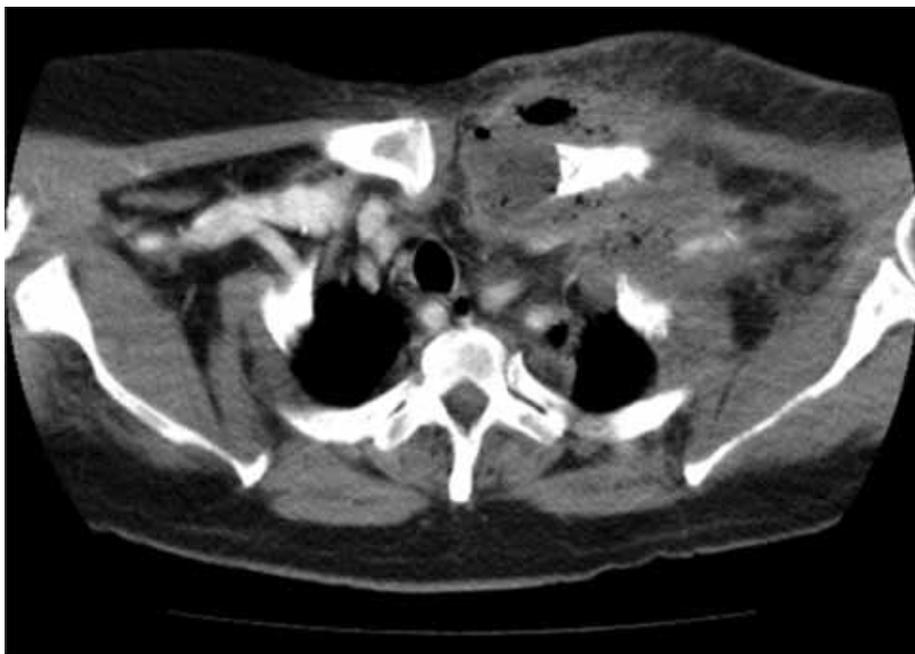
Imagem de tomografia computadorizada do tórax a evidenciar volumosa coleção líquida (8 cm), com gás no interior a envolver a região anterior e superior do hemitórax esquerdo, a que se associa erosão da epífise proximal da clavícula esquerda.
